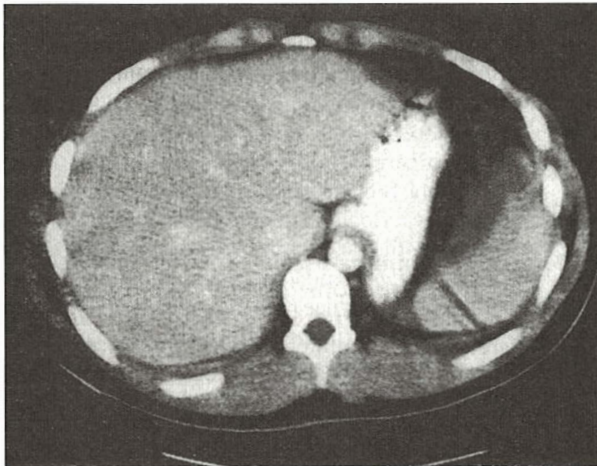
Imaginē de CT abdominal care decelează un hematom splenic subcapsular.
